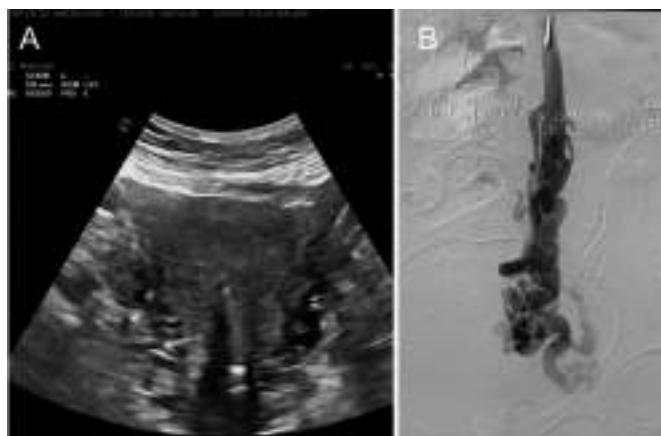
A: ecografía doppler modo B donde se muestran varices periuterinas izquierdas de moderado calibre. B: la misma paciente con la confirmación flebográfica, donde se aprecia un volumen grande de las mismas, previa a la embolización directa.
